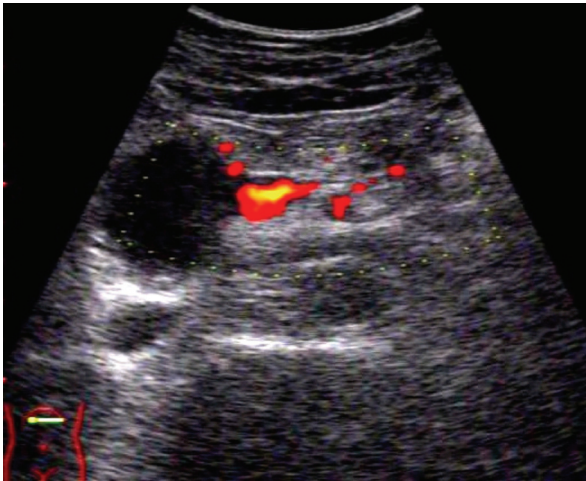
Sonographische Darstellung einer CP mit Verschluss der V. lienalis durch Pseudozyste (Farbdoppler) (Aloka SSD 5000)
